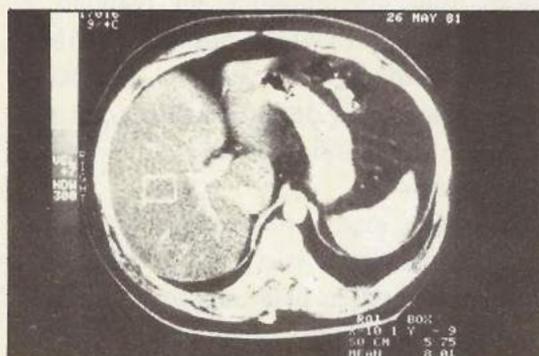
Tomografía computada: Corte de un hígado graso total. Compárese la densidad del hígado con respecto al bazo.
